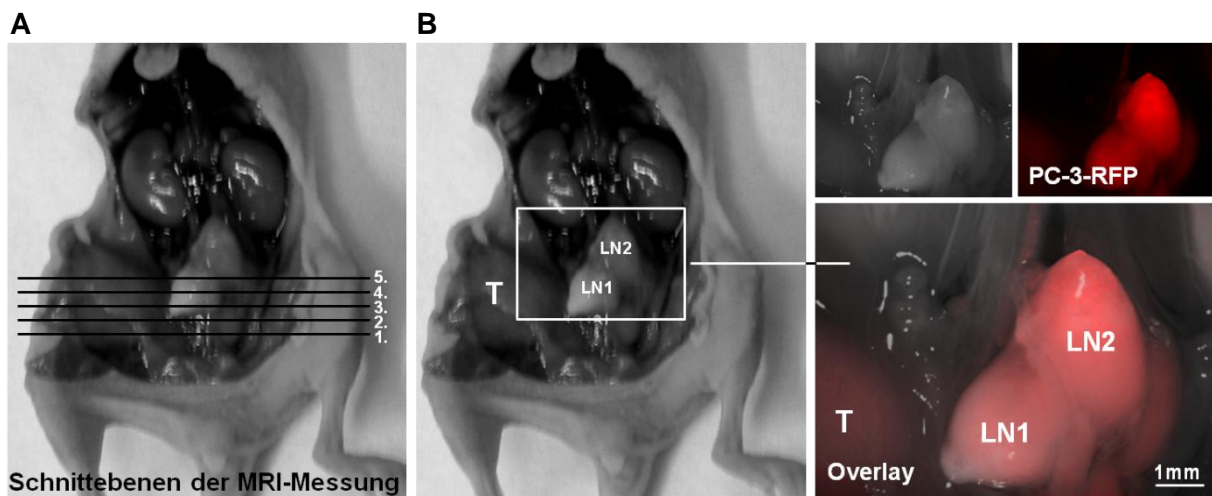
Analyse der lumbalen Lymphknotenmetastasen der PC-3-RFP-Tumor-tragenden Maus *post mortem*. (A) Schnittebenen der MRT-Messung. (B) lumbale Lymphknotenmetastasen (LN1, LN2) und PC-3-RFP-Tumor (T).
